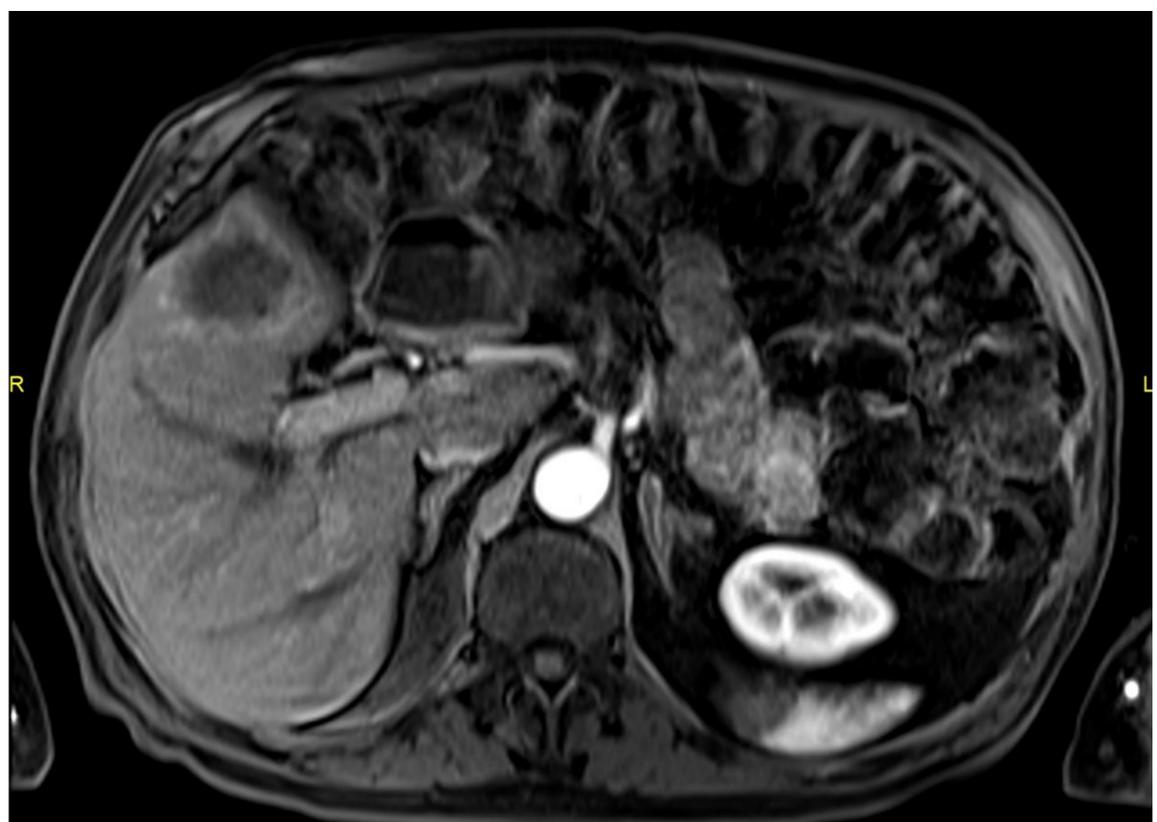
RM hígado. Lesión focal irregular, hipointensa, con captación de contraste periférico en segmento IVa. Hallazgos compatibles con metástasis.
